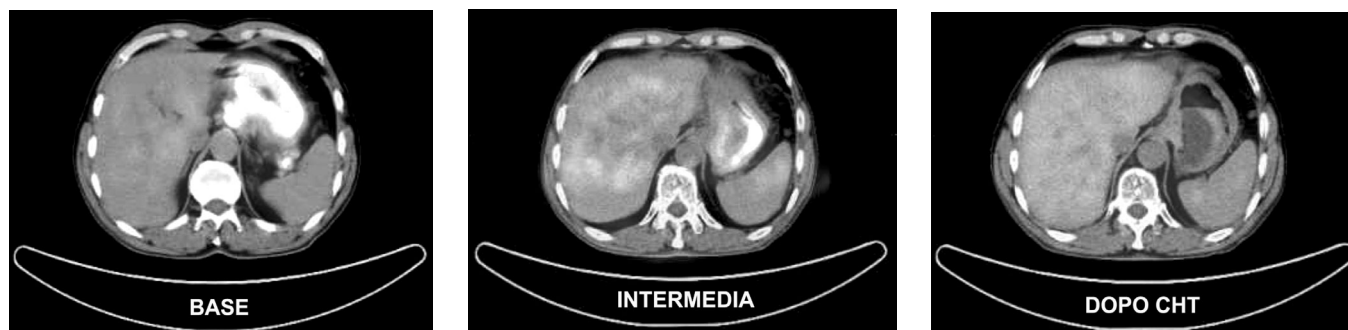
Tre immagini TC-PET dello stesso paziente: una vasta neoplasia gastrica iper-captante. La risposta alla chemioterapia evidenziata all'esame intermedio è confermata al termine del trattamento. Il SUV gastrico è pari a quello del fondo epatico. È visibile inoltre un notevole assottigliamento della parete in corrispondenza della sede del tumore.
